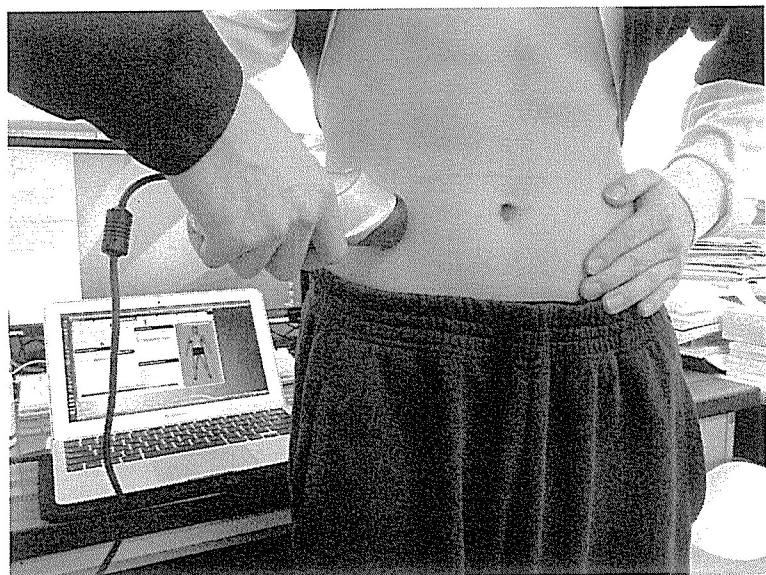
超音波法による腹部皮下脂肪厚の測定
